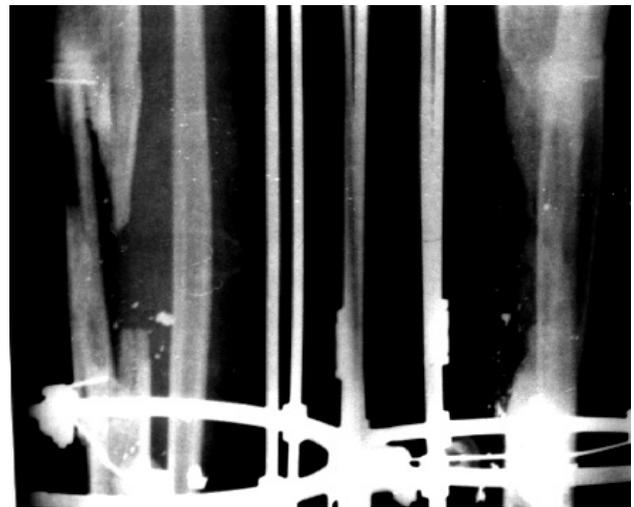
Рентгенограммы голени пациента С. Выполнена реконструкция костного дефекта свободным васкуляризованным малоберцовым лоскутом контралатеральной голени
